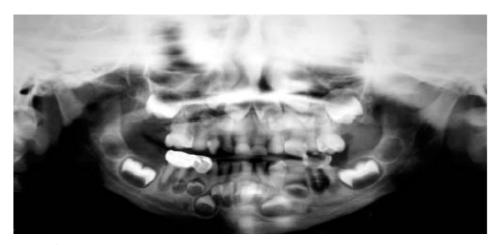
Ortopantomografia donde se observa la forma coronas, obliteración pulpar, raíces cortas y delgadas. 50 bulbosa de las
